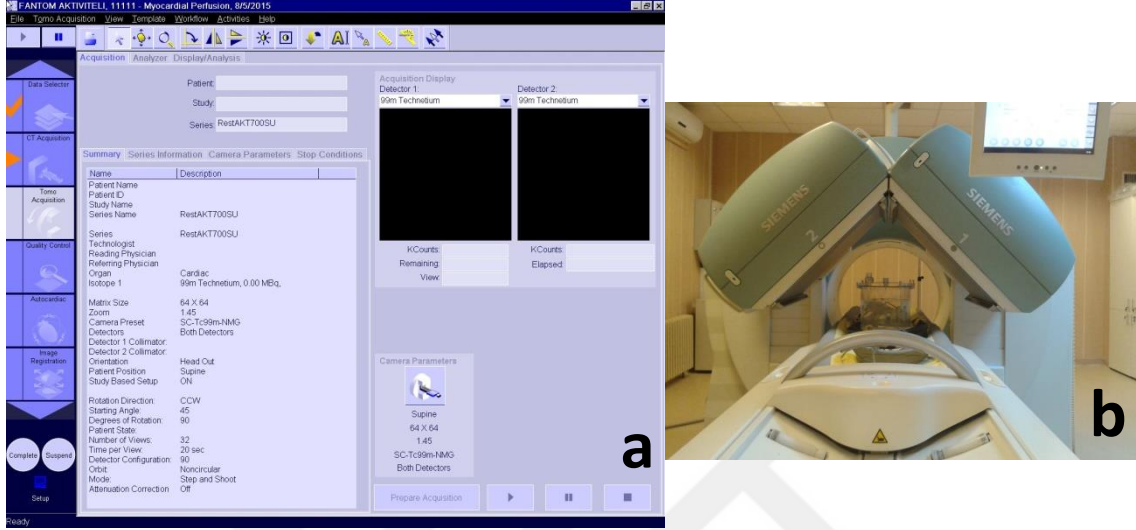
SPECT/BT çekim aşamaları ve BT taramasında alınan topogram görüntüsü
